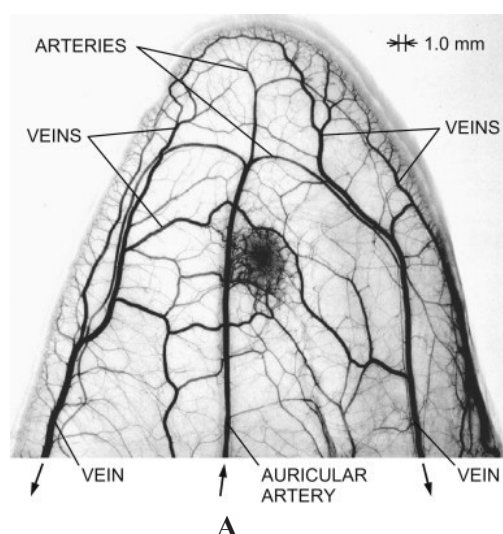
Рентгенограмма лабораторных животных, сделанная на источнике синхротронного излучения *in vivo*: (А) — ушная раковина кролика с имплантированной опухолью — карцинома VX2 [33];
